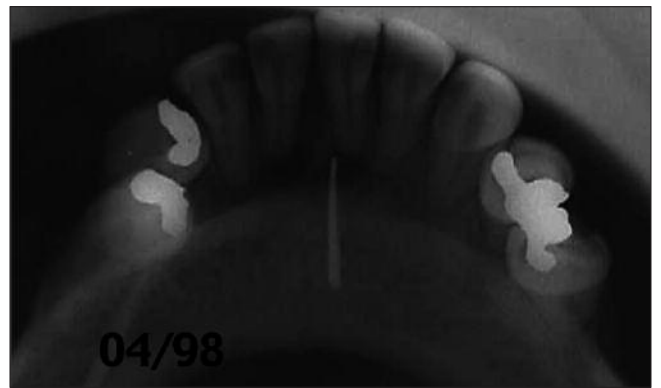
Radiografia mapeamento
